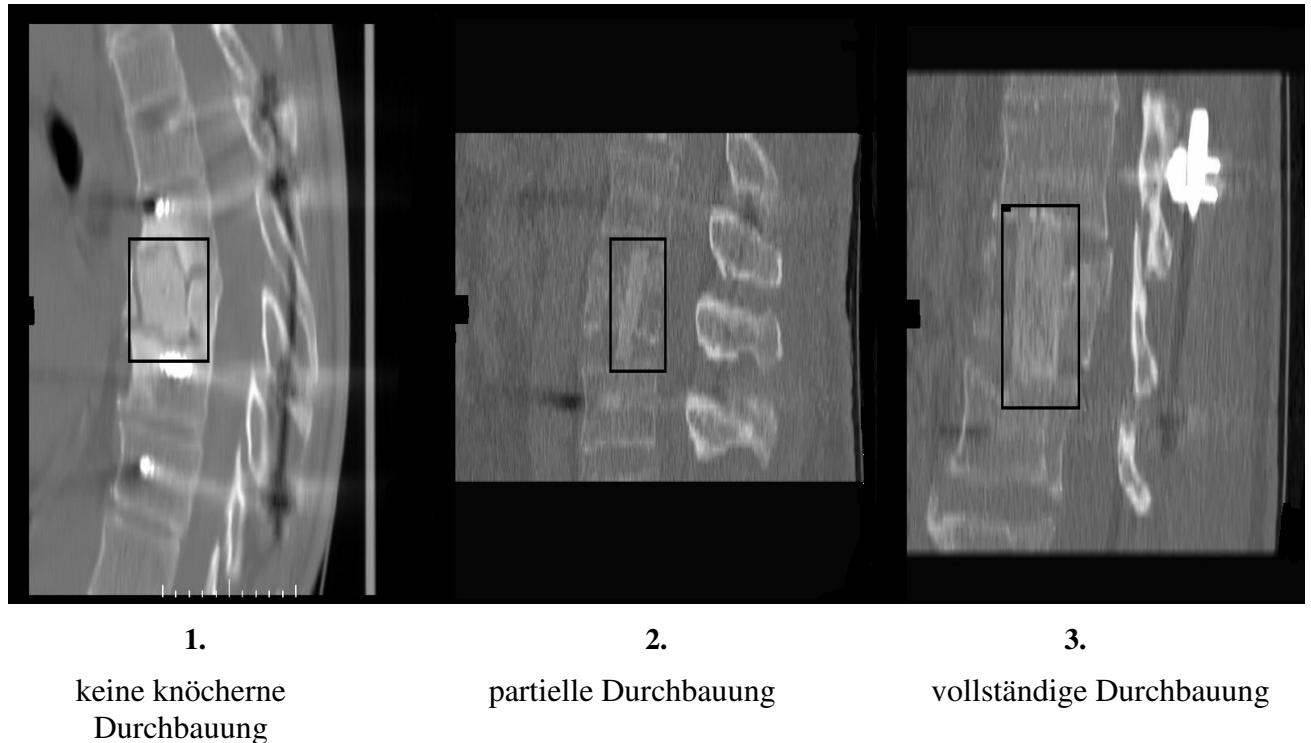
CT-Bilder eines LWS-Abschnitts bei drei unterschiedliche Patienten als Beispiele für die unterschiedliche knöcherne Konsolidierung anhand des radiologisches Befundes (Quelle: FSU Klinikum Jena)
